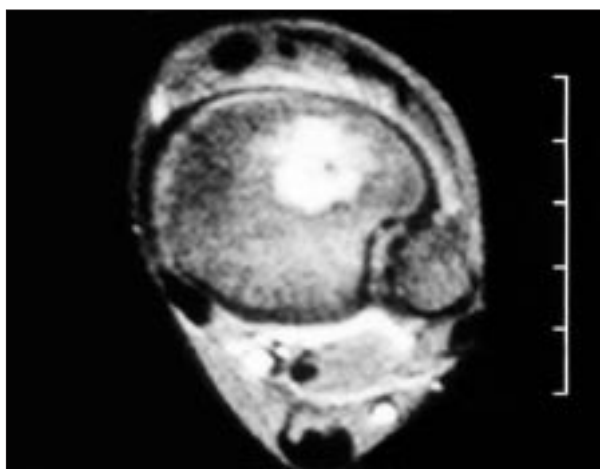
Tomografía computarizada con lesión en metafisis tibial.
